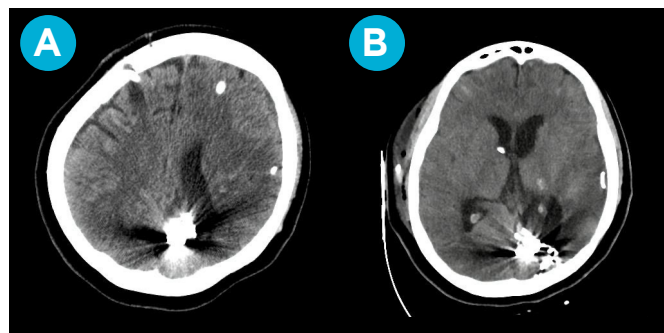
A: TC cerebral donde se visualiza edema cerebral, hipodensidades en región occipital, parietal y frontal izquierdas en el día 18. B: tres días después con discreta mejoría de las hipodensidades.
